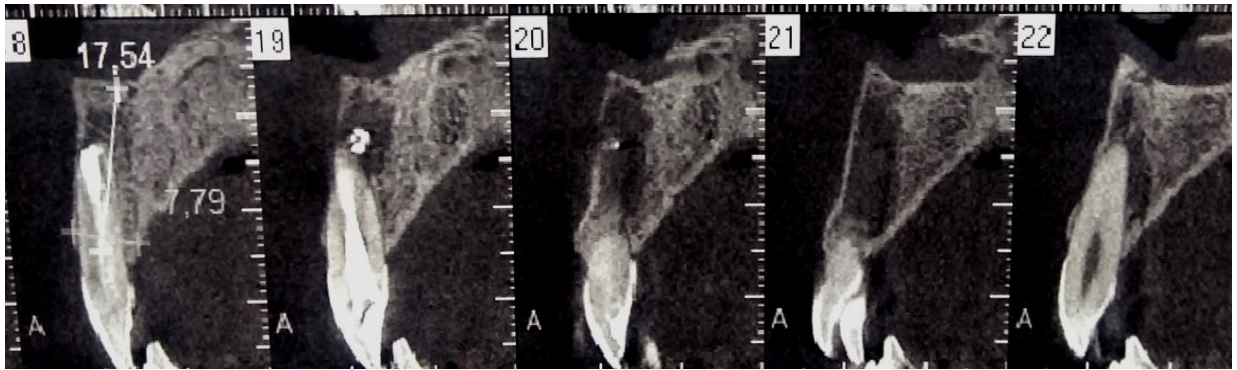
Tomografia computadorizada de feixe cônico de acompanhamento após 6 meses de tratamento endodôntico do dente 21 concluído.
